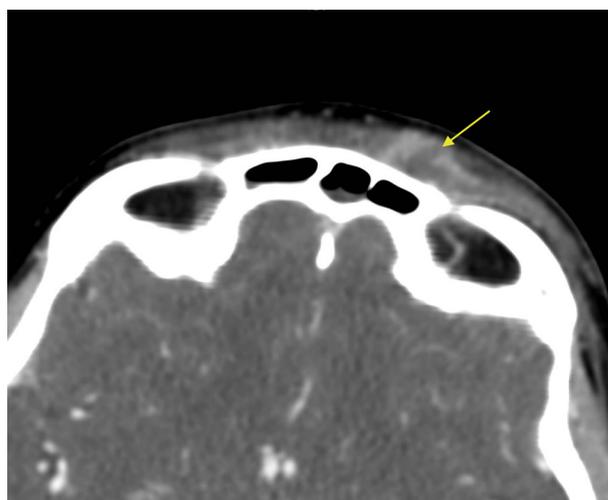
TC craneal. Colección subperióstica y en TCS.
